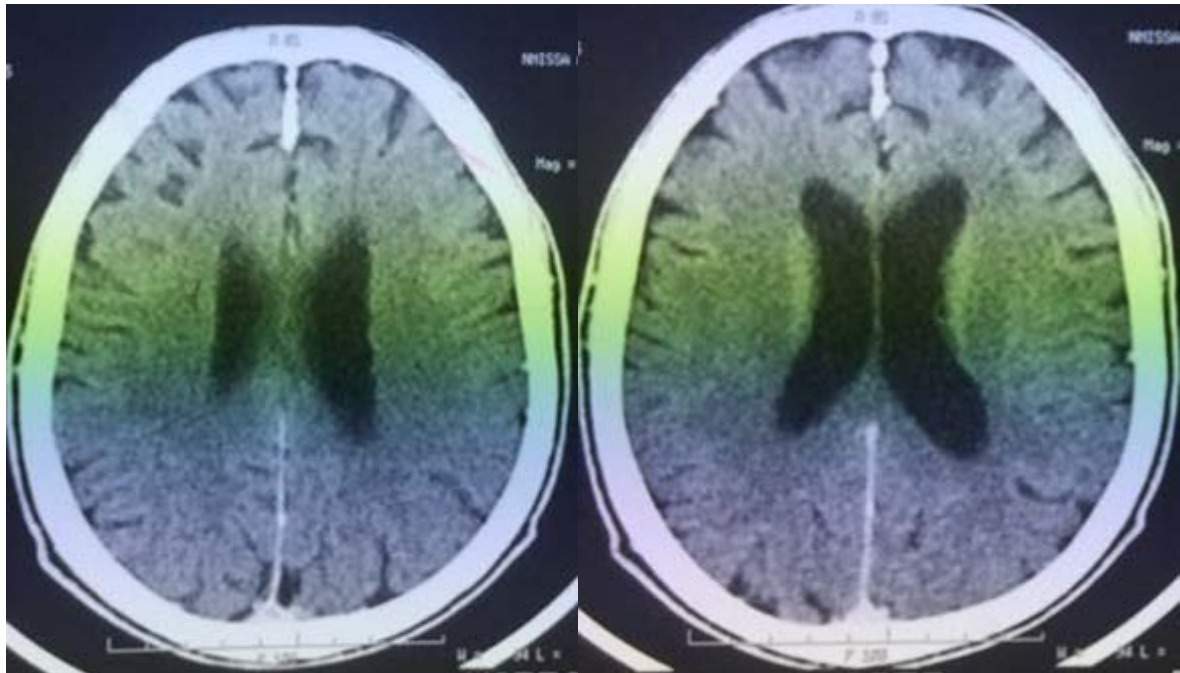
Coupes axiales d'une TDM cérébrale montrant une atrophie cérébrale cortico-corticale avec des signes de leucoaraiose.
